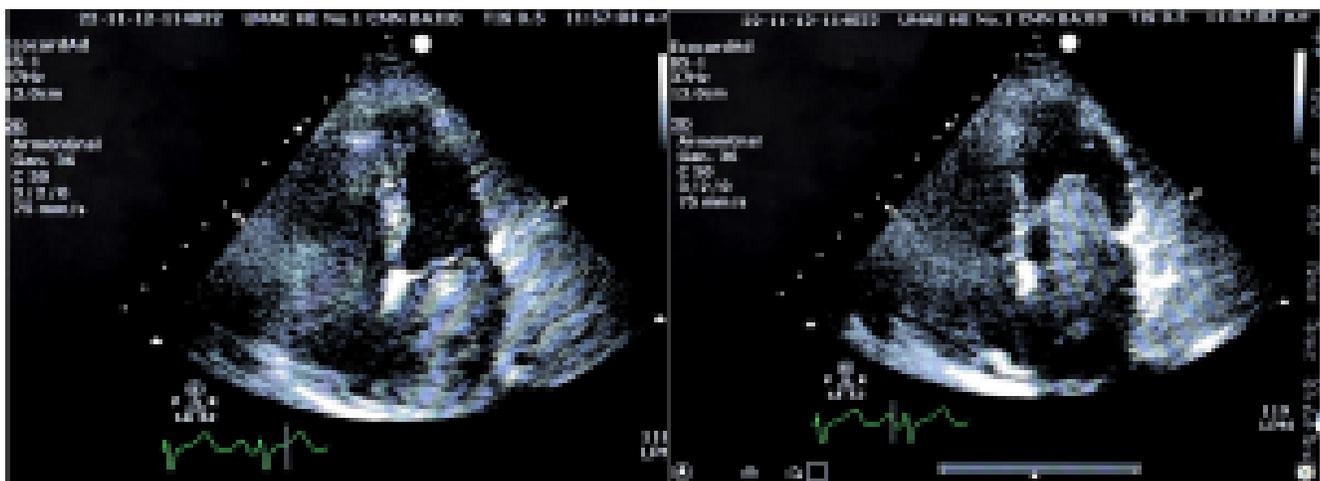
ventana apical 4 cámaras, masa en aurícula izquierda, prolapsa a VI
